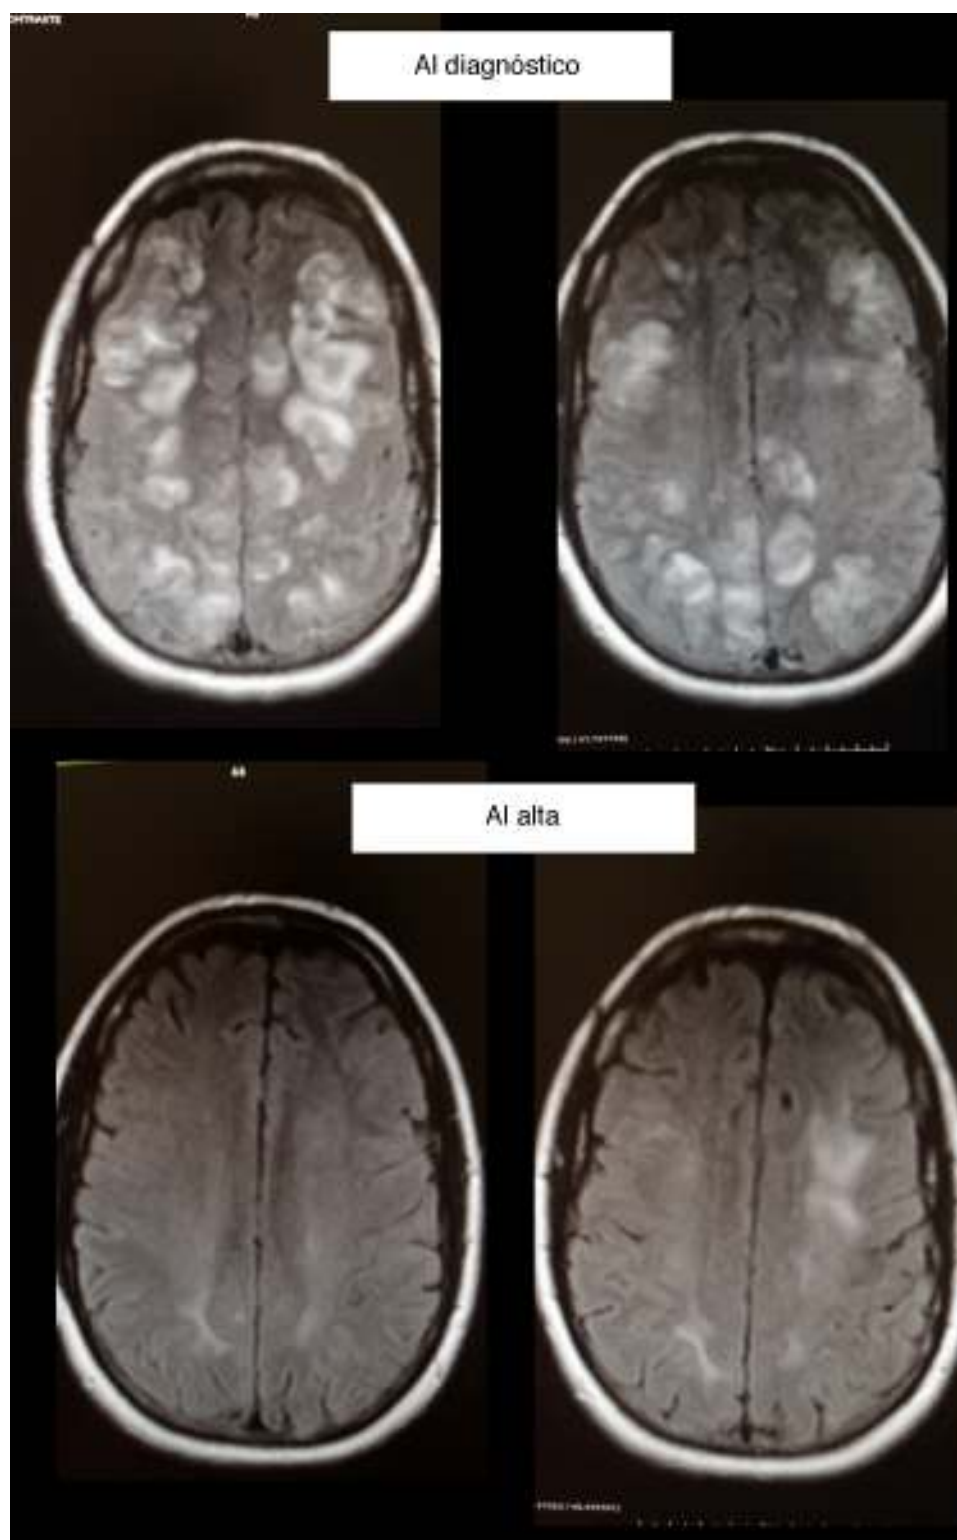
Imágenes de resonancia magnética cerebral, secuencias fluid attenuated inversion recovery –FLAIR–. En las imágenes al diagnóstico se aprecia edema vasogénico generalizado en la sustancia blanca subcortical. Al alta, el edema está casi totalmente resuelto.
